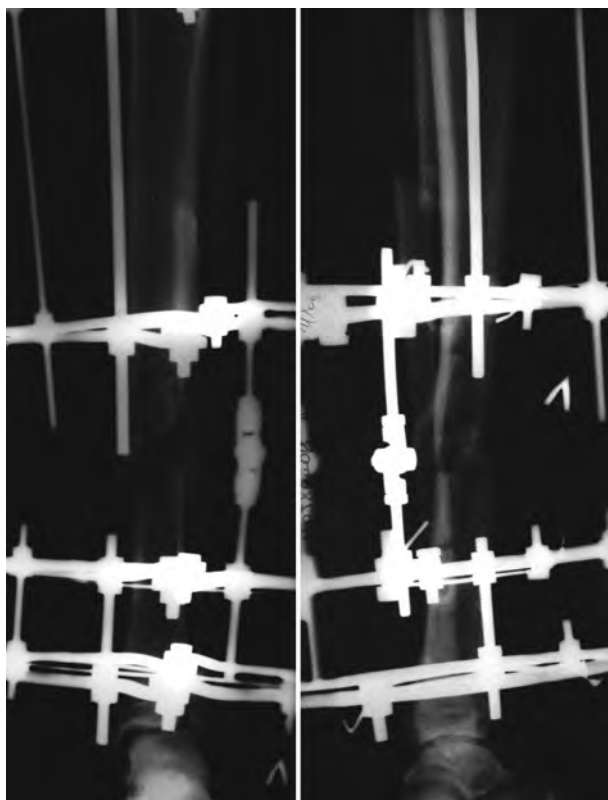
Рентгенограммы левой голени после операции.
